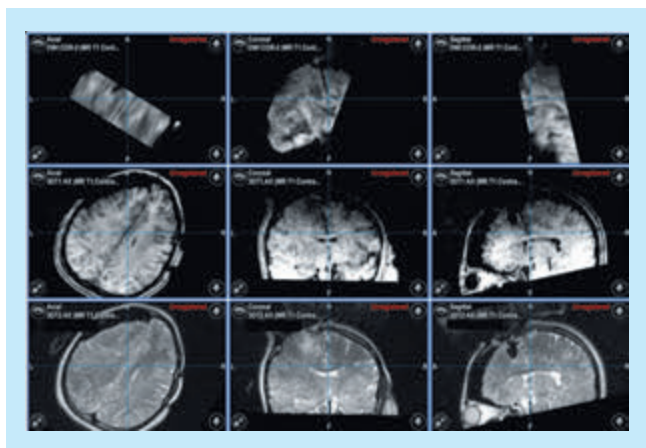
術中Diffusion画像と術中MRIのFusion画像
